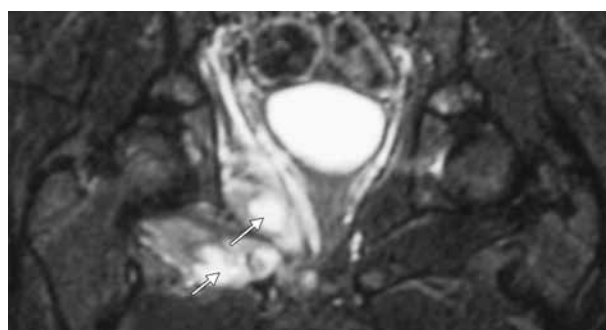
Secuencia T2 de RM de ambas caderas (vista coronal) muestra dos imágenes líquidas redondeada de unos 10 y 12 milímetros que afecta a ambos músculos obturadores.
